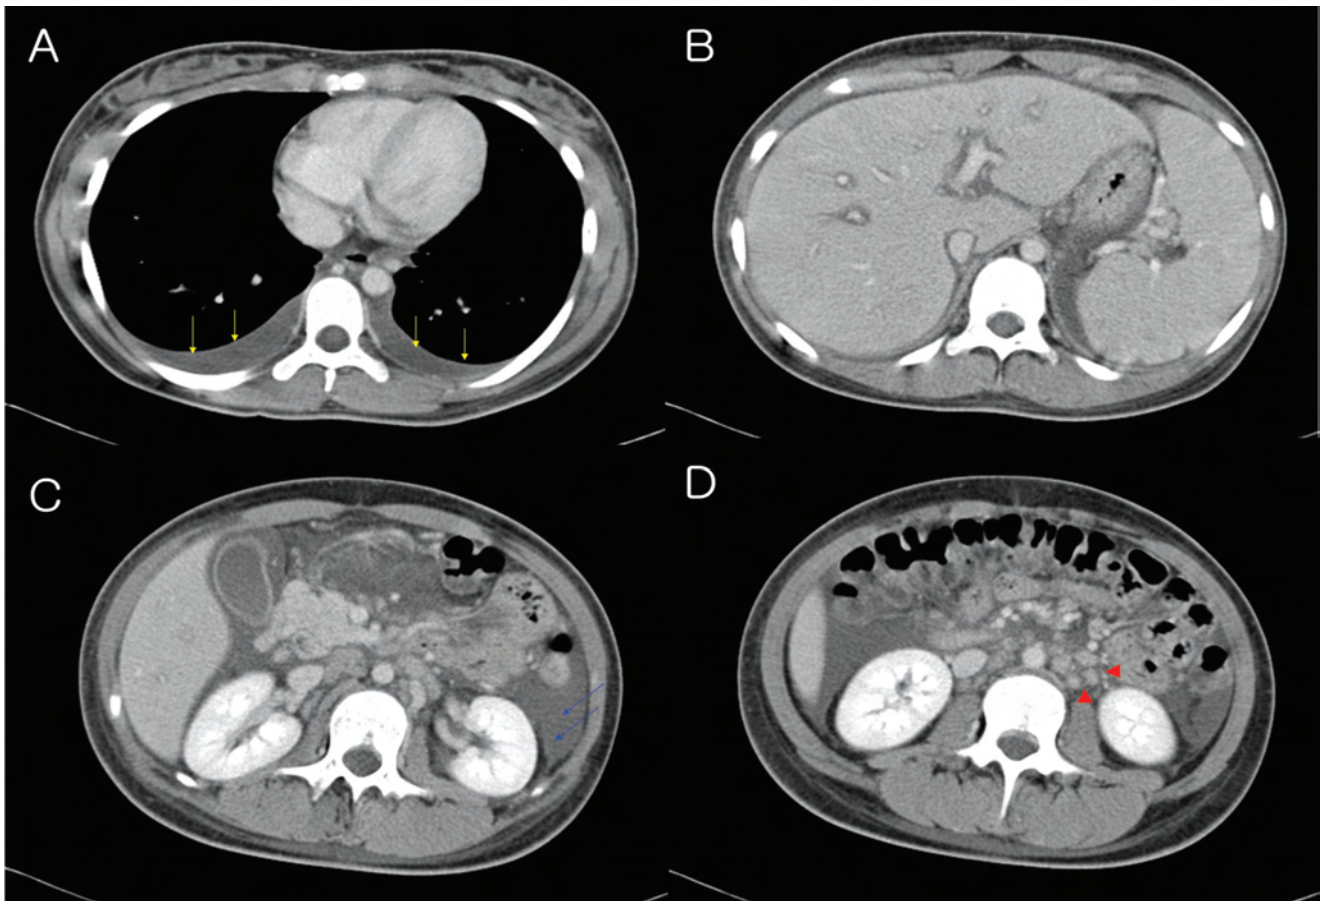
CT scans show bilateral pleural effusion (A) and Periportal hypoattenuating halo in liver and splenomegaly (B). There are ascitic fluid collection in abdominal cavity (C) and lymph node enlargement on Lt. paraaortic regions (D)
